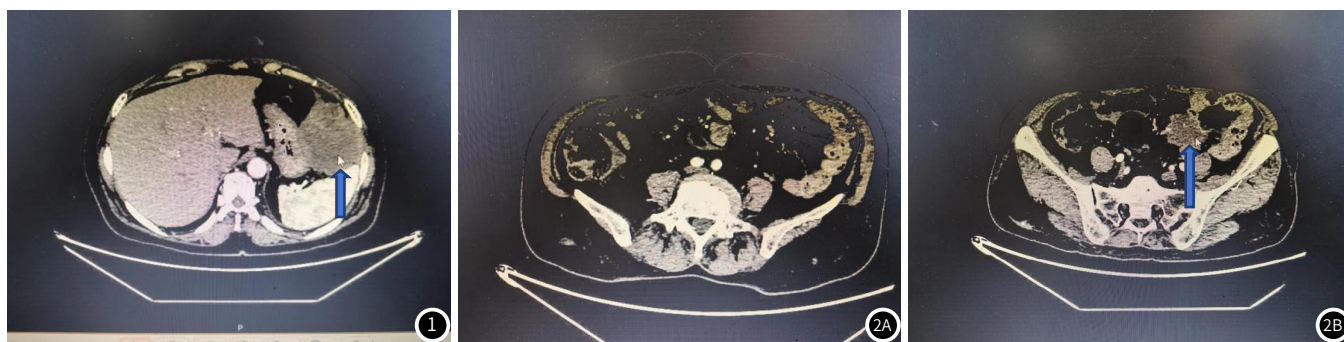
左上腹不规则团块影，密度不均，增强CT可见边缘强化(箭头)。图2 图2A: 可见盆腔肿大淋巴结(箭头)；图2B: 左侧盆腔内不规则低密度灶，增强见边缘环形强化，部分层面与周围结肠分界不清(箭头)可见盆腔肿大淋巴结(箭头)。图3 肿瘤标记物。
